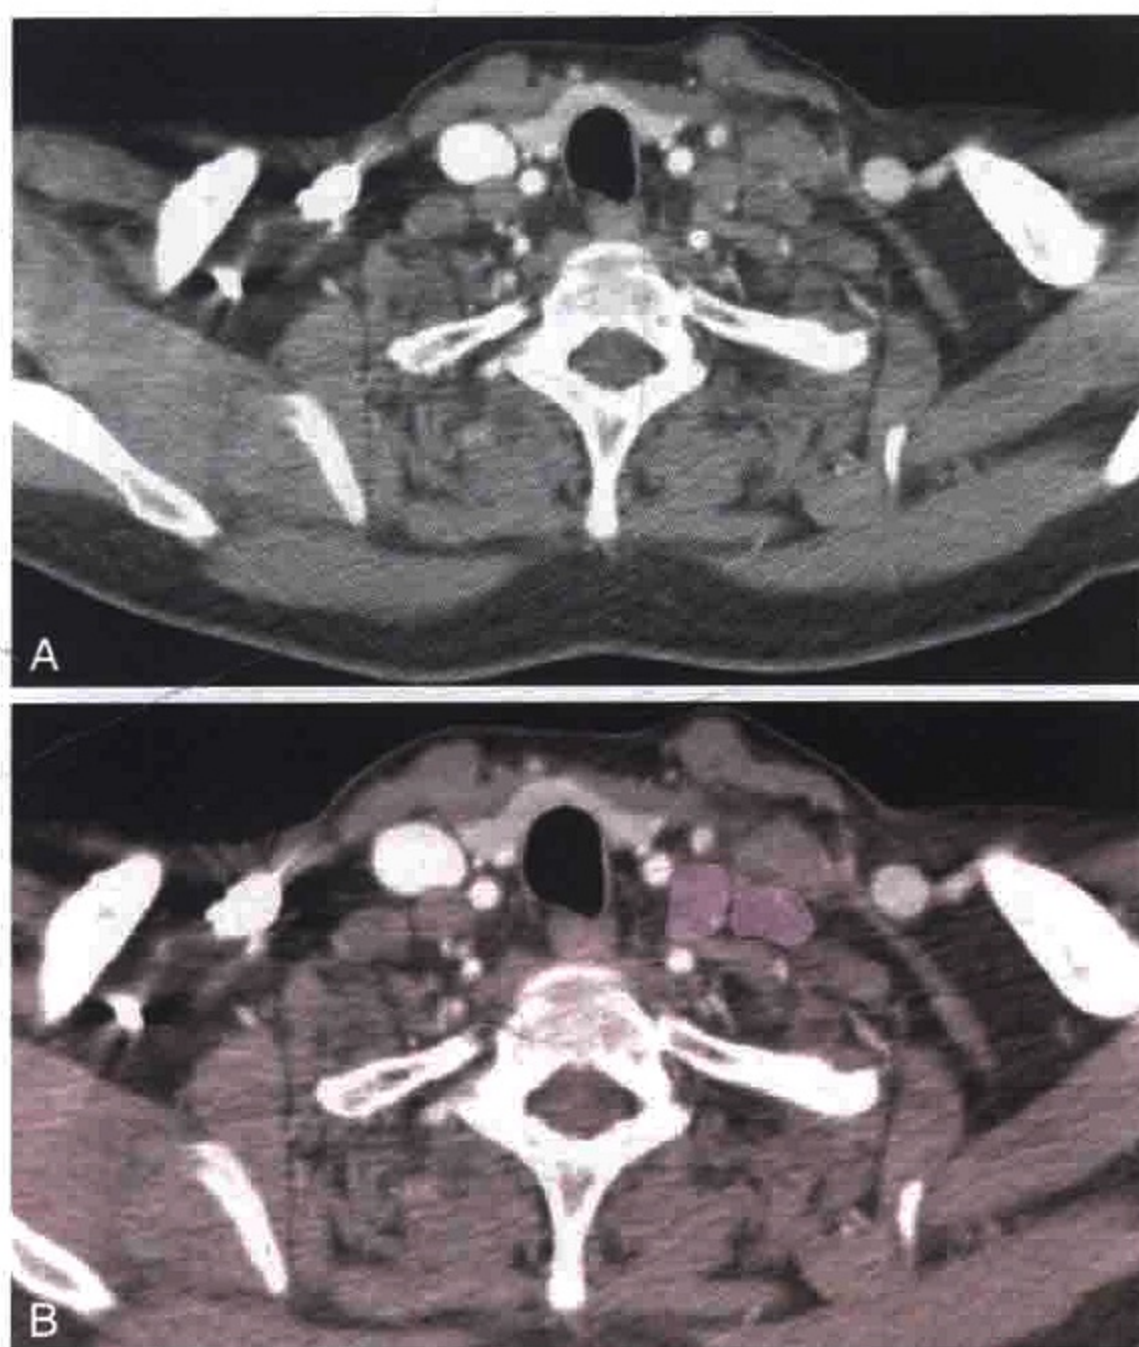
A. 横轴位 CT 增强扫描显示肿大的锁骨上淋巴结。若该组淋巴结受累提示来自呼吸、消化道的肿瘤预后不良。B. 淋巴结被勾画出来
